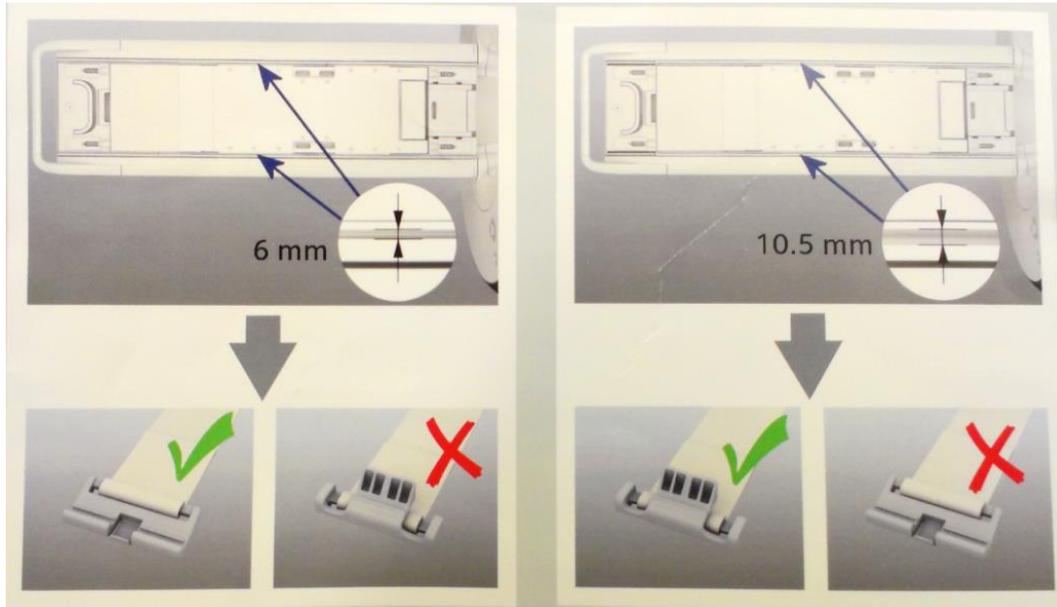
Platzierung und Anbringen von Gurten am MRT-Tisch
